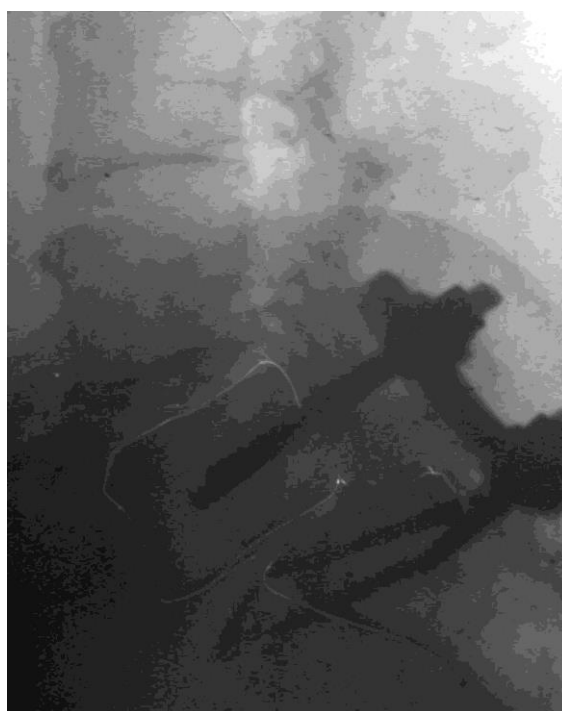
Серия рентгенограмм б-ой Я-й (и.б. № 59527). Диспластический спондилолизный спондилолистез L<sub>5</sub> Стабилизация пластинами Roy-Camille (а, в). Перелом пластин через 2 года после операции (в, г).
